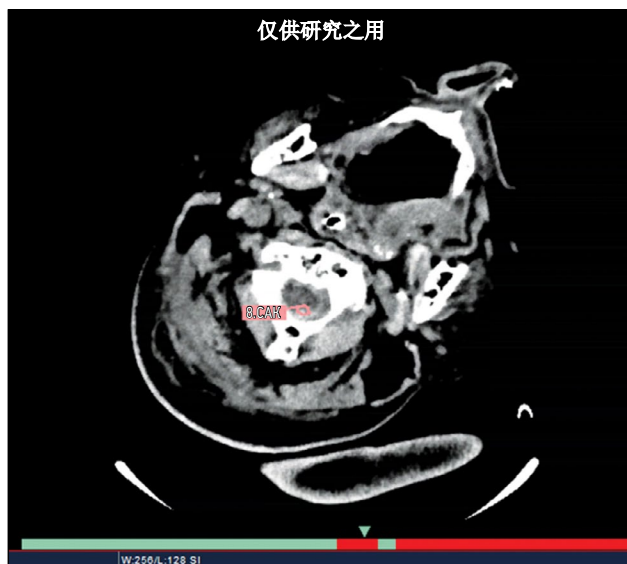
缺陷：在目标器官外进行标记（对比后CT而非原始CT）。“CT”模式。
